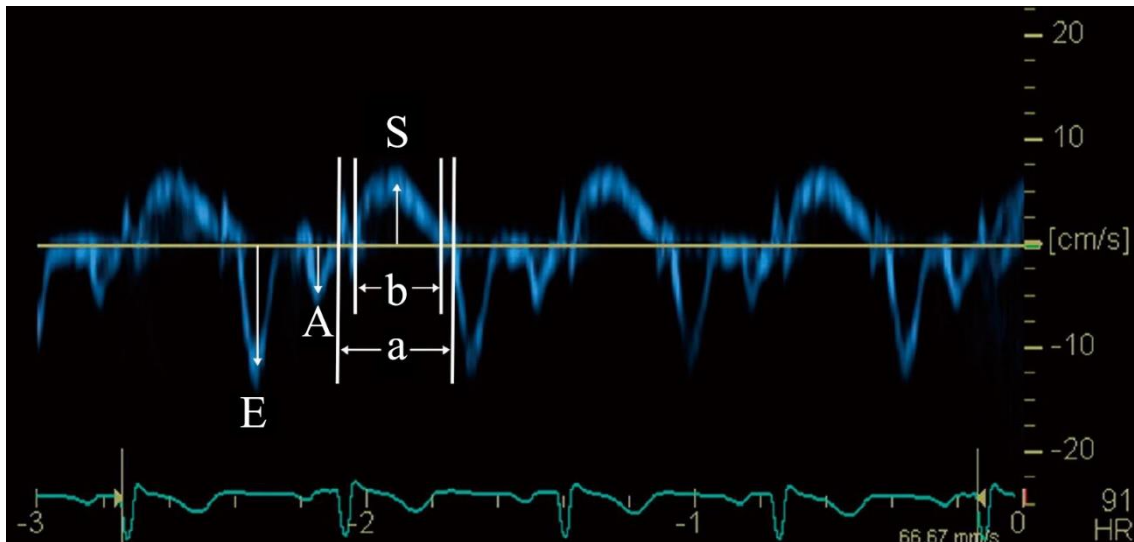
Doppler tecidual com representação de velocidades e intervalos. Adaptado de Cua et al., 2012.²⁰
